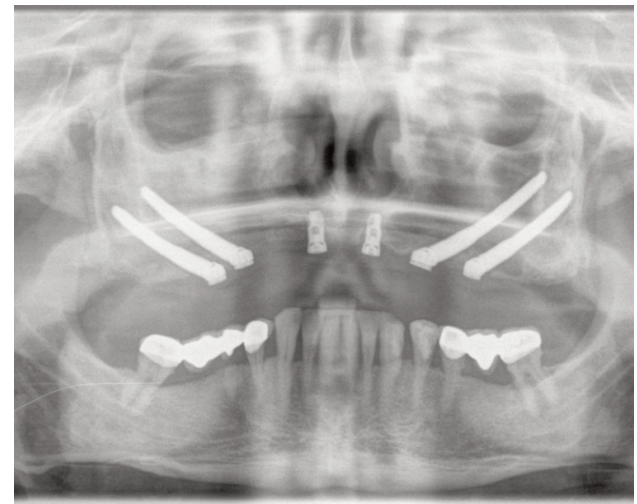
Radiografía panorámica de control a los dos meses de la intervención.
